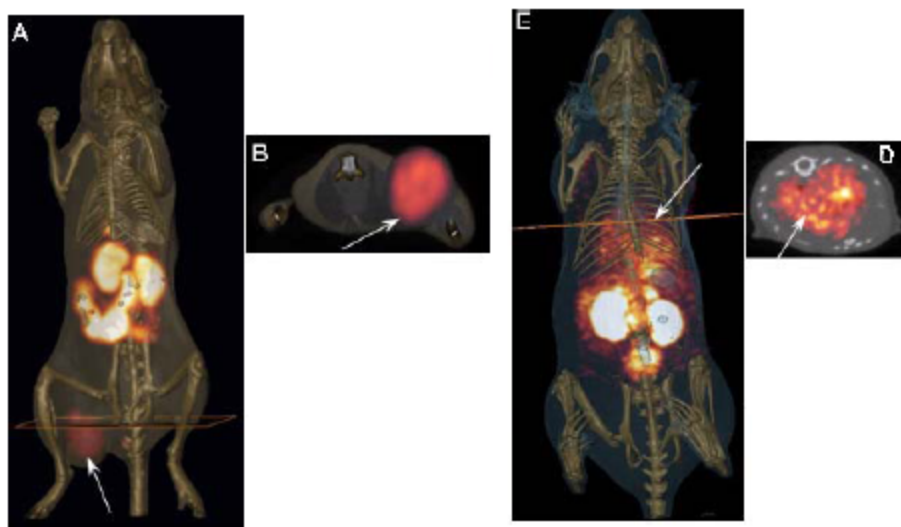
immagini Micro-SPECT/CT ottenute con il complesso $^{99m}\text{Tc(O)-(Arg}^{11}\text{)CCMSH}$ in topi C57 inoculati con melanoma primario B16/F1 sviluppatosi nel fianco (A: whole body; B: transaxial), a due ore dall'iniezione; immagini Micro-SPECT/CT ottenute con il complesso $^{99m}\text{Tc(O)-(Arg}^{11}\text{)CCMSH}$ in topi C57 inoculati con melanoma metastatico polmonare B16/F10 (C: whole body; D: transaxial).
